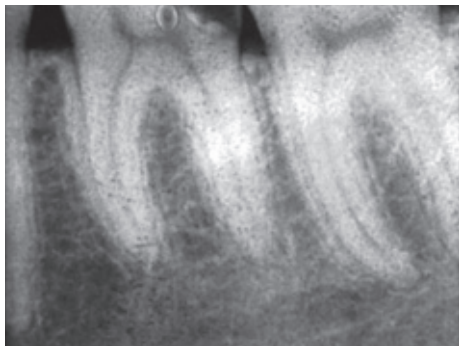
Diagnostisches Röntgenbild eines ersten Unterkiefermolaren.
